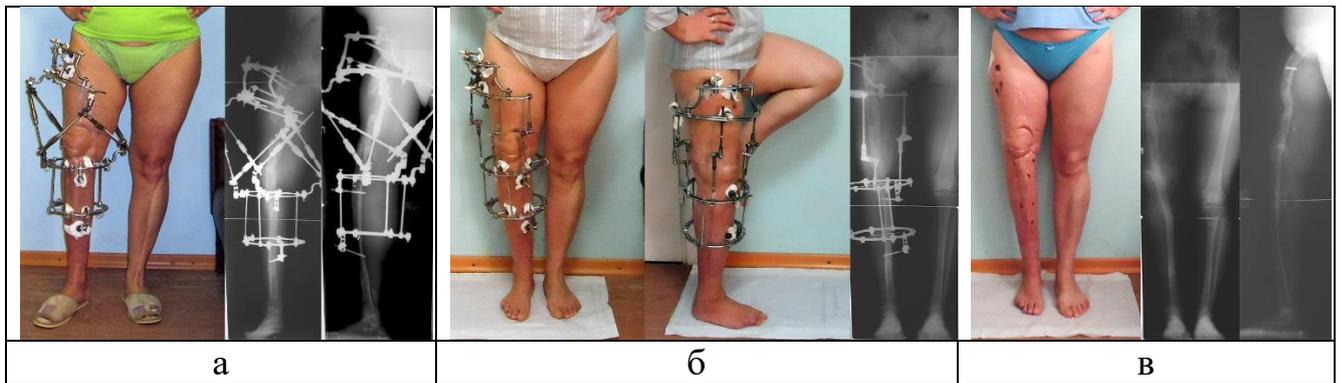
Фото и рентгенограммы пациентки при устранении остаточного укорочения и коррекции механической оси нижней конечности (а), в фазе фиксации (б), после демонтажа АВФ (в).
